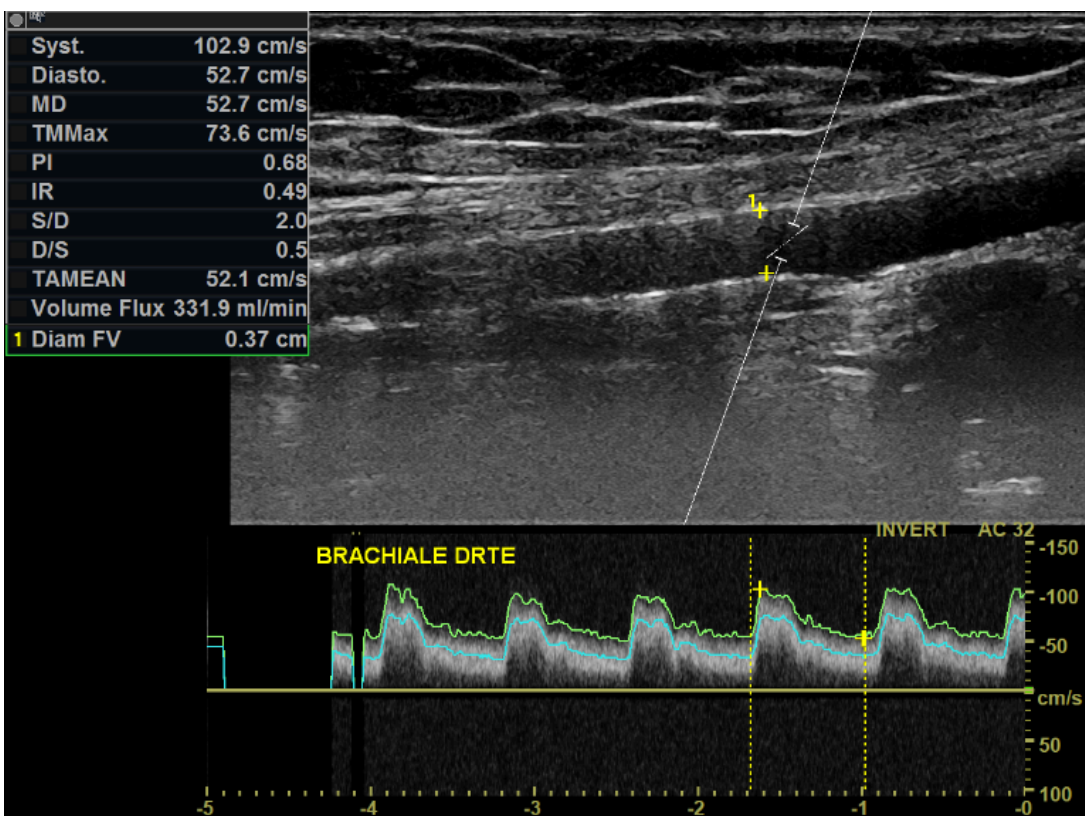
Doppler pulsé, montre un débit à 331ml/min
